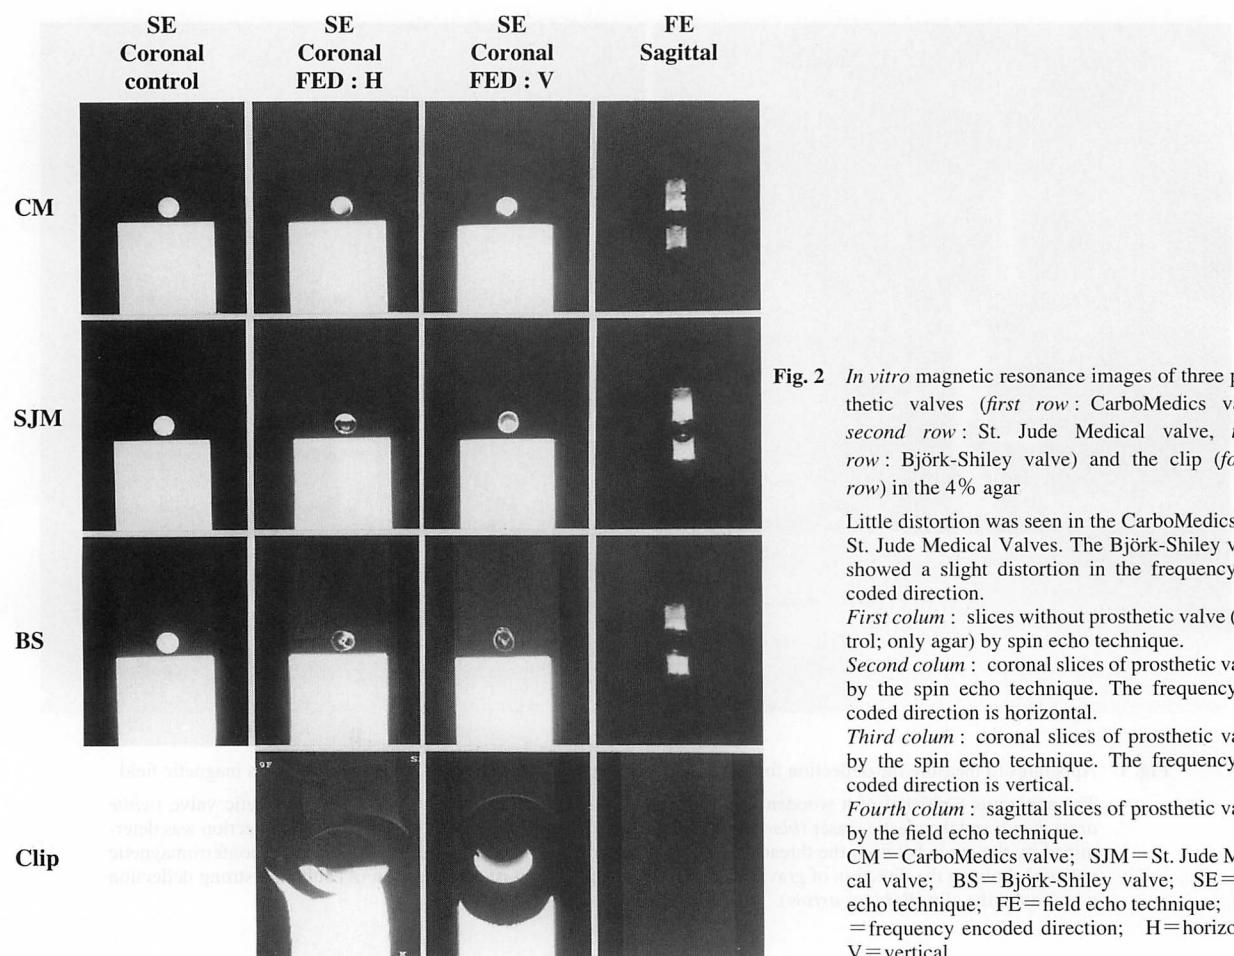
In vitro* magnetic resonance images of three prosthetic valves (first row: CarboMedics valve, second row: St. Jude Medical valve, third row: Björk-Shiley valve) and the clip (fourth row) in the 4% agar
